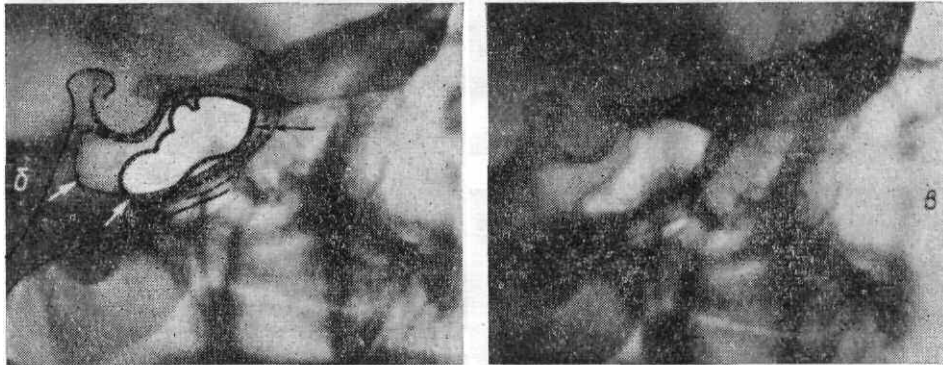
Томограммы клиновидных пазух в сагиттальной плоскости и во фронтальной, отступя 2 см кпереди от наружного слухового отверстия.
